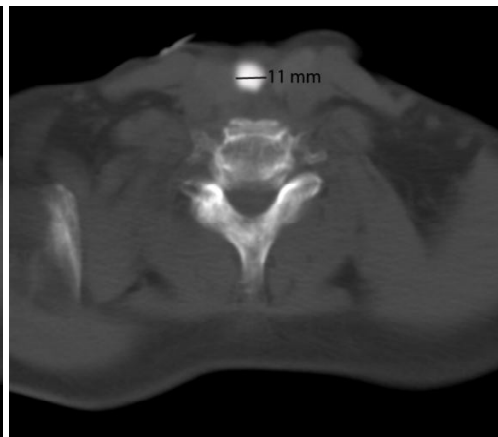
Горизонтальний скан КТ шиї на рівні верхньої межі ГВГ у пацієнта за 1 добу до операції.
